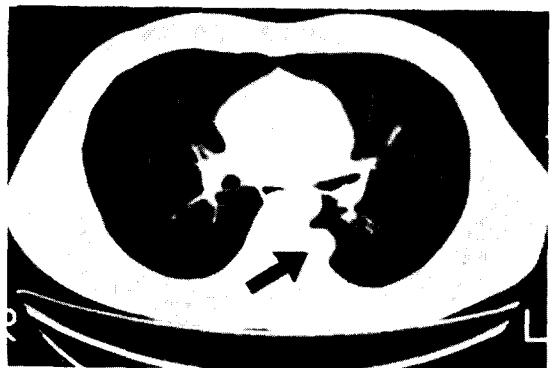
Preoperative Computerized Tomography. 7th thoracic vertebral level
